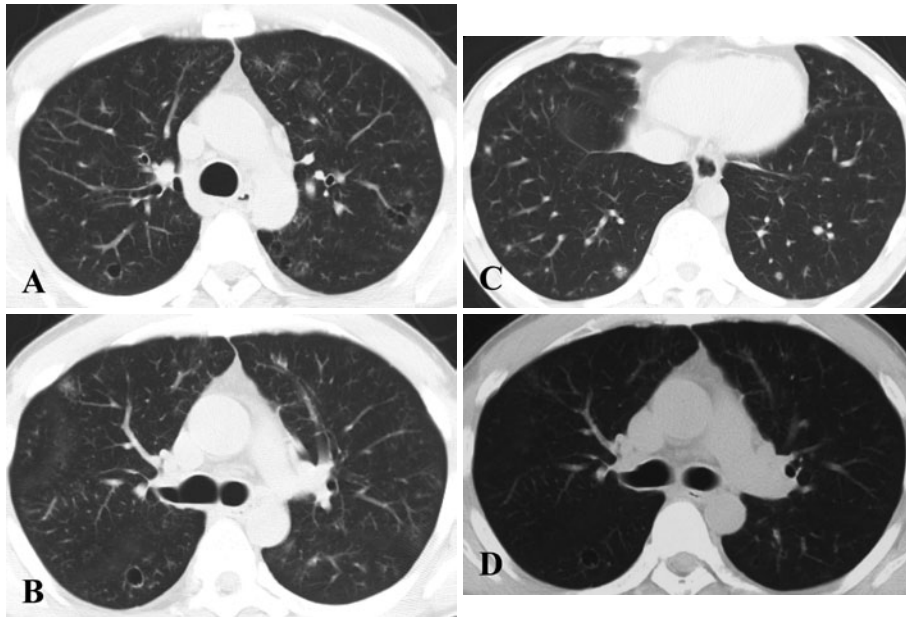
(A, B, C) Chest CT images showed several cysts, micronodules, nodules, ground glass opacity, and thickening of interlobular septa in the bilateral lungs. (D) Cysts were shown to exist on a chest CT image 2 years before the first visit.
